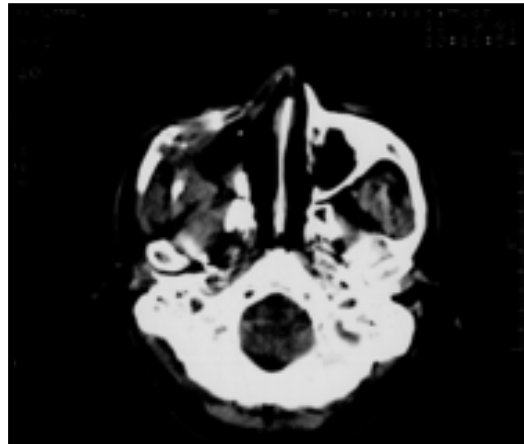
TOMOGRAFÍA COMPUTARIZADA, RL multilocular ocupa el lado derecho de la cavidad maxilar<sup>27</sup>
